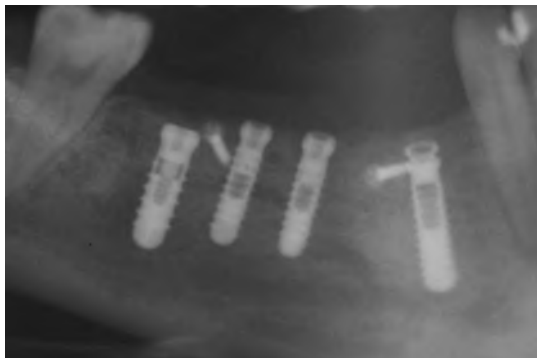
Dettaglio radiografico post-intervento della zona di destra: un impianto Exacone Ø 3,3 x 14 mm con tappo basso con connessione conica, due impianti Exacone Ø 3,3 x 12 mm con tappi di chiusura e un impianto Exacone Ø 4,1 x 12 mm con tappo di chiusura
